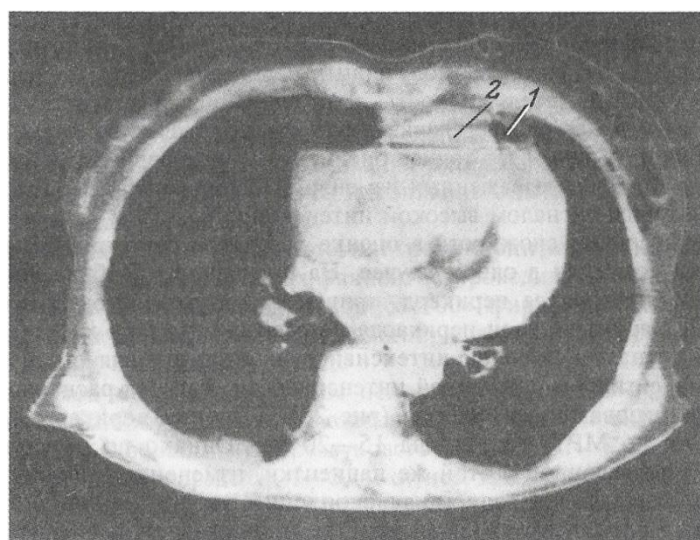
Компьютерная томограмма больной Ч., 58 лет.
